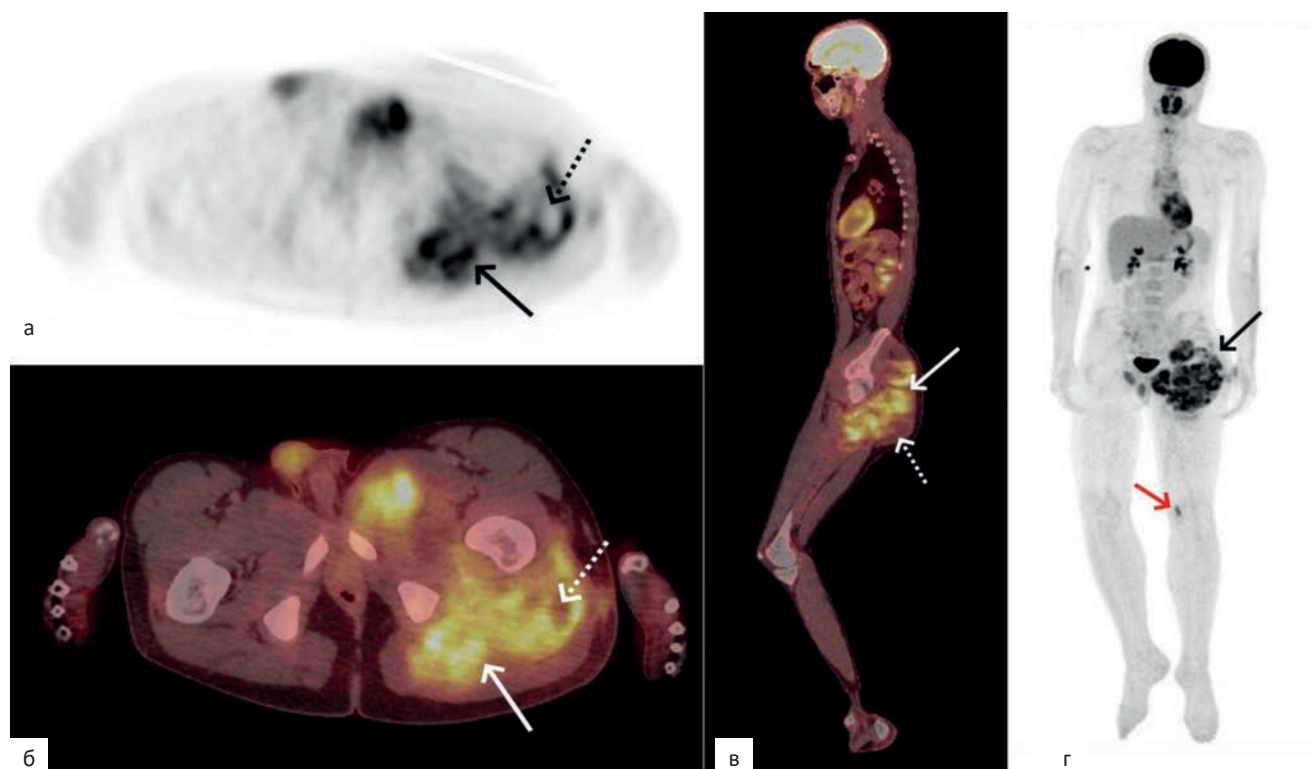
Пациент К., 15 лет. СС мягких тканей ягодичной области GIII. ПЭТ/КТ всего тела с ^{18}F -ФДГ. В аксиальной плоскости ПЭТ (а), ПЭТ/КТ (б) и сагиттальной плоскости ПЭТ/КТ (в) отмечается образование с интенсивным накоплением ^{18}F -ФДГ (изменения указаны стрелками) с участками аметаболизма РФЛП (изменения указаны пунктирными стрелками). На MIP-проекции ПЭТ (г), отмечается гетерогенное накопление ^{18}F -ФДГ (изменения указаны стрелкой), в проекции подколенной области отмечается участок гиперметаболизма неспецифического генеза (изменения указаны красной стрелкой)
